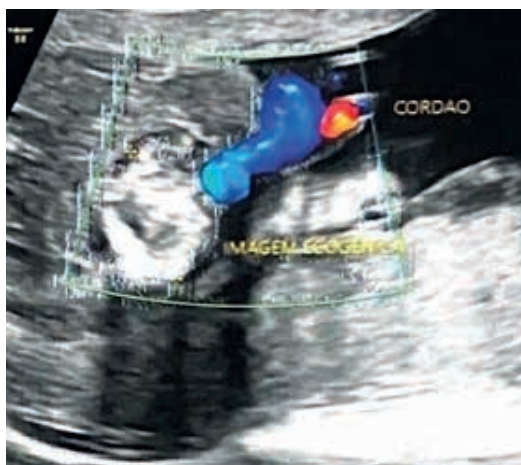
Ultrassom obstétrico com imagem heterogênea, ecogênica, sem fluxo ao Doppler, com calcificações no mesogástrio medindo 3,07 x 2,93 x 2,16cm com volume 10,2 cm<sup>3</sup> sugerindo pseudocisto meconial.
